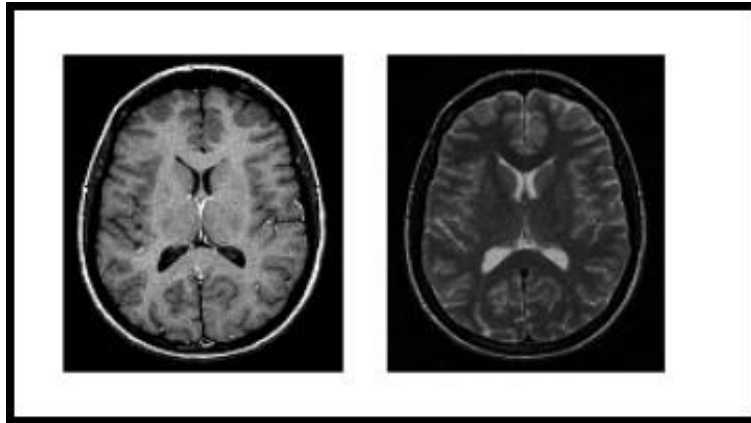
Coupes du cerveau sur des volumes IRM pondérés en T1 (à gauche) et T2 (à droite).
